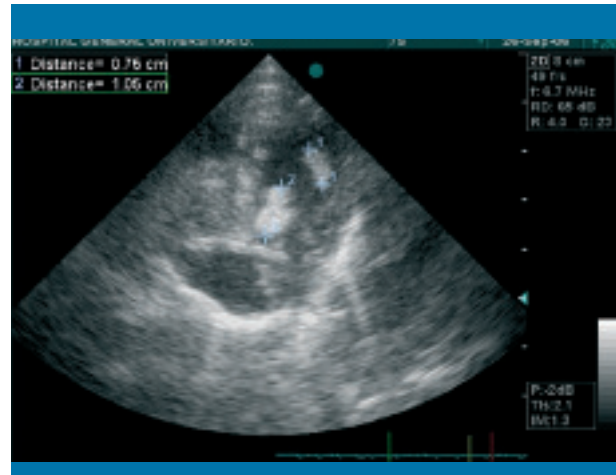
Ecocardiografía (apical de cuatro cámaras) que muestra la presencia de dos nódulos, uno de ellos en el tracto de salida del ventrículo izquierdo
